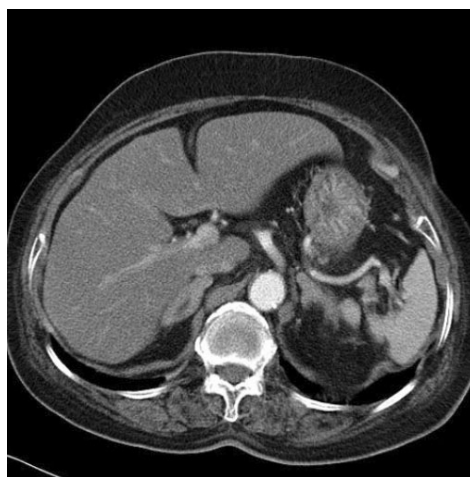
Adrenal CT scan shows bilateral hyperplasia of adrenal glands.
